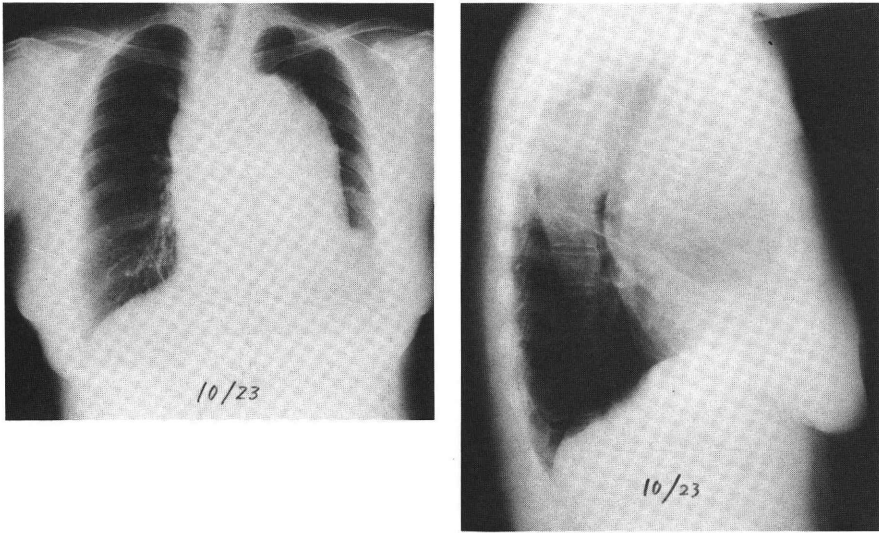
胸部X線写真(立位)上前縦隔に気管を圧迫して腫瘍陰影がみられる。
